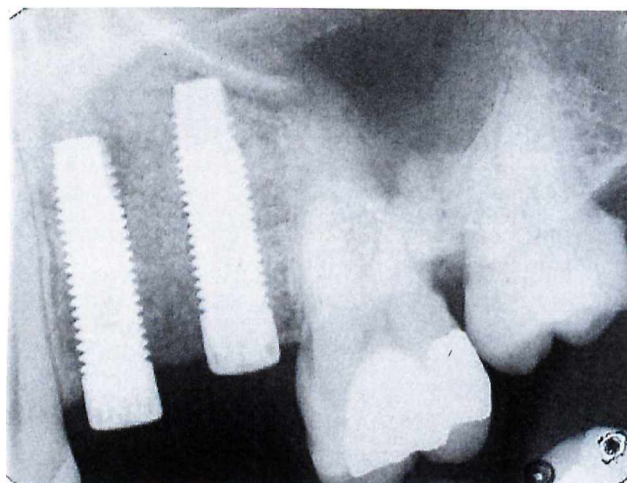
Radiografia após a instalação dos implantes na área enxertada.
